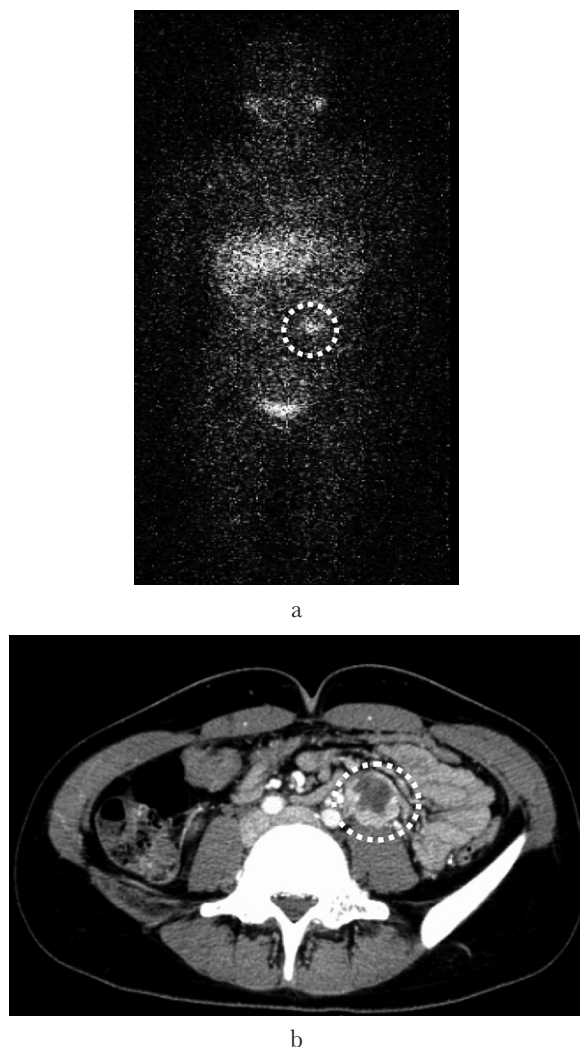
a: ^{131}I -MIBG scan shows a high uptake at the left retroperitoneal space. b: Computed tomographic scan shows a solid mass at the left retroperitoneal space.
